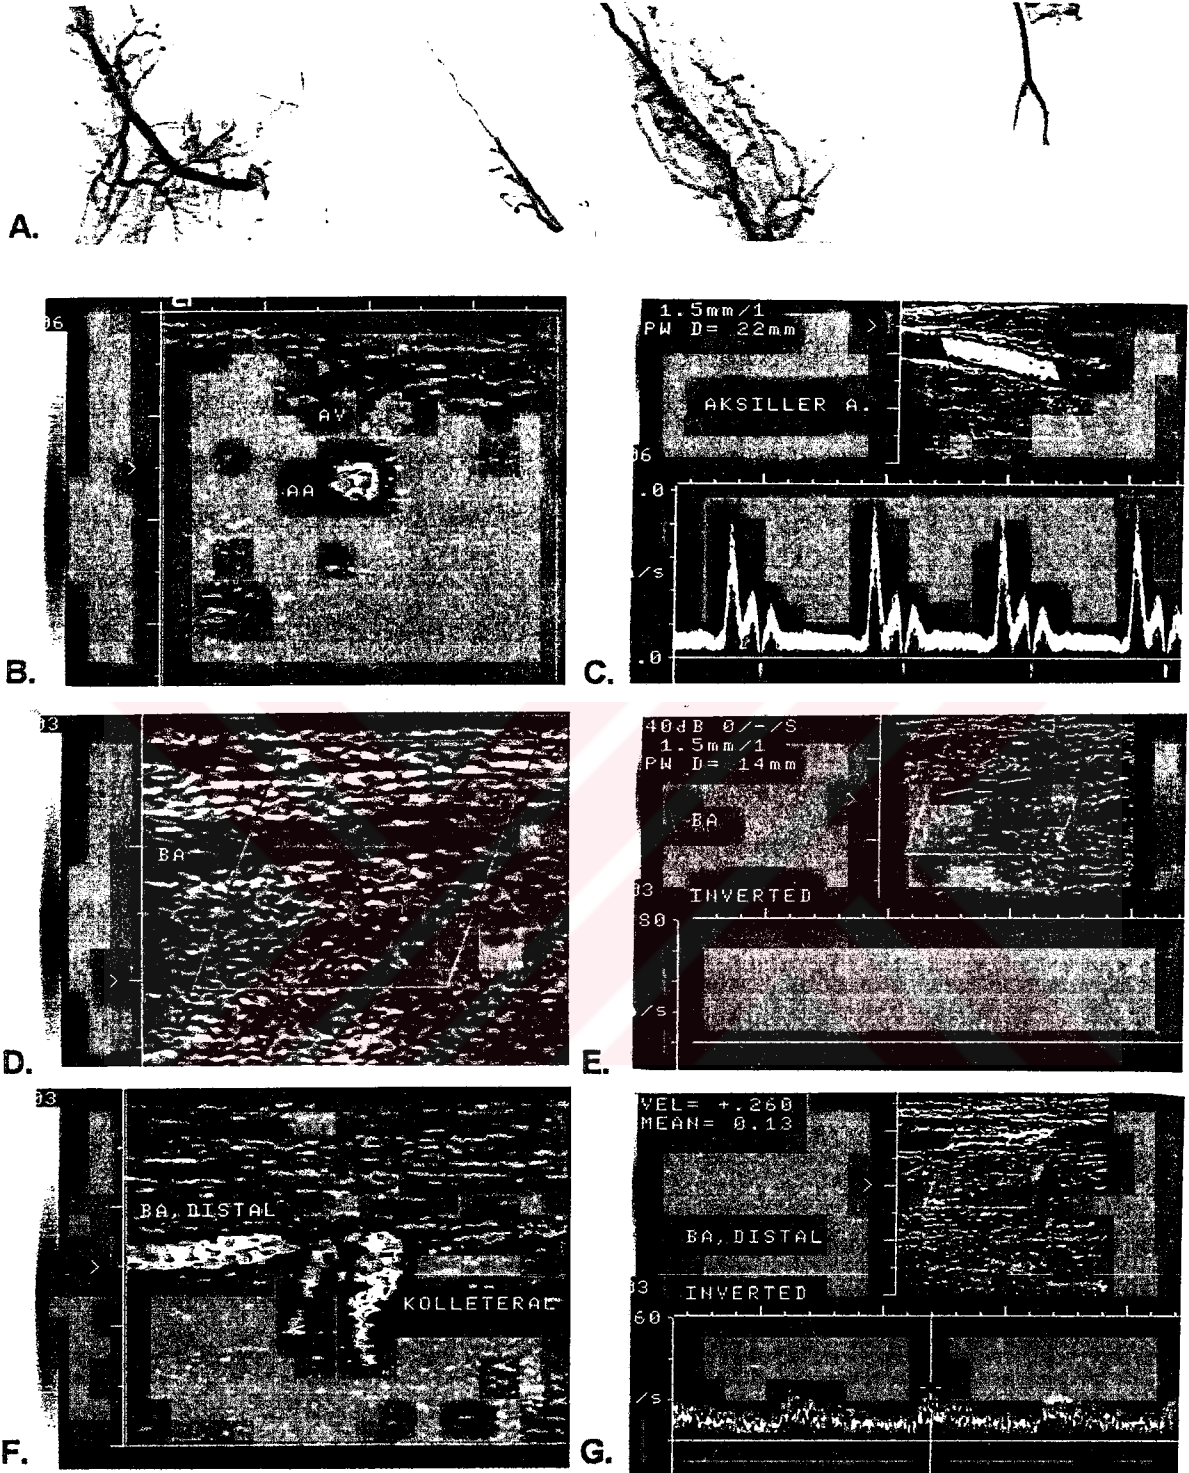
Sol üst ekstremité anjiyografisinde (A) sol brakial arter greftinde stenoza olan olguda stenoza, renkli Doppler US incelemesinde; renkli görüntüleme yoluyla (B) ve spektral inceleme ile saptanmaktadır (C-F).
